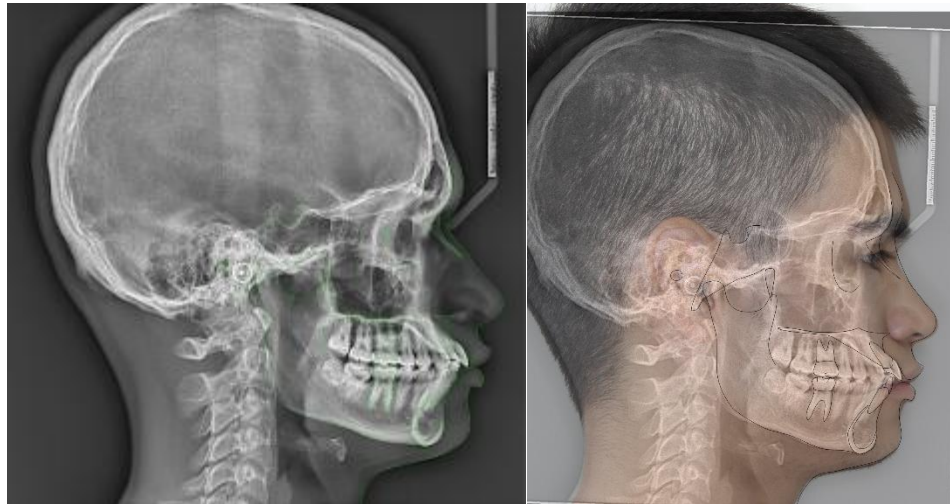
Radiografía cefalométrica pre-tratamiento
